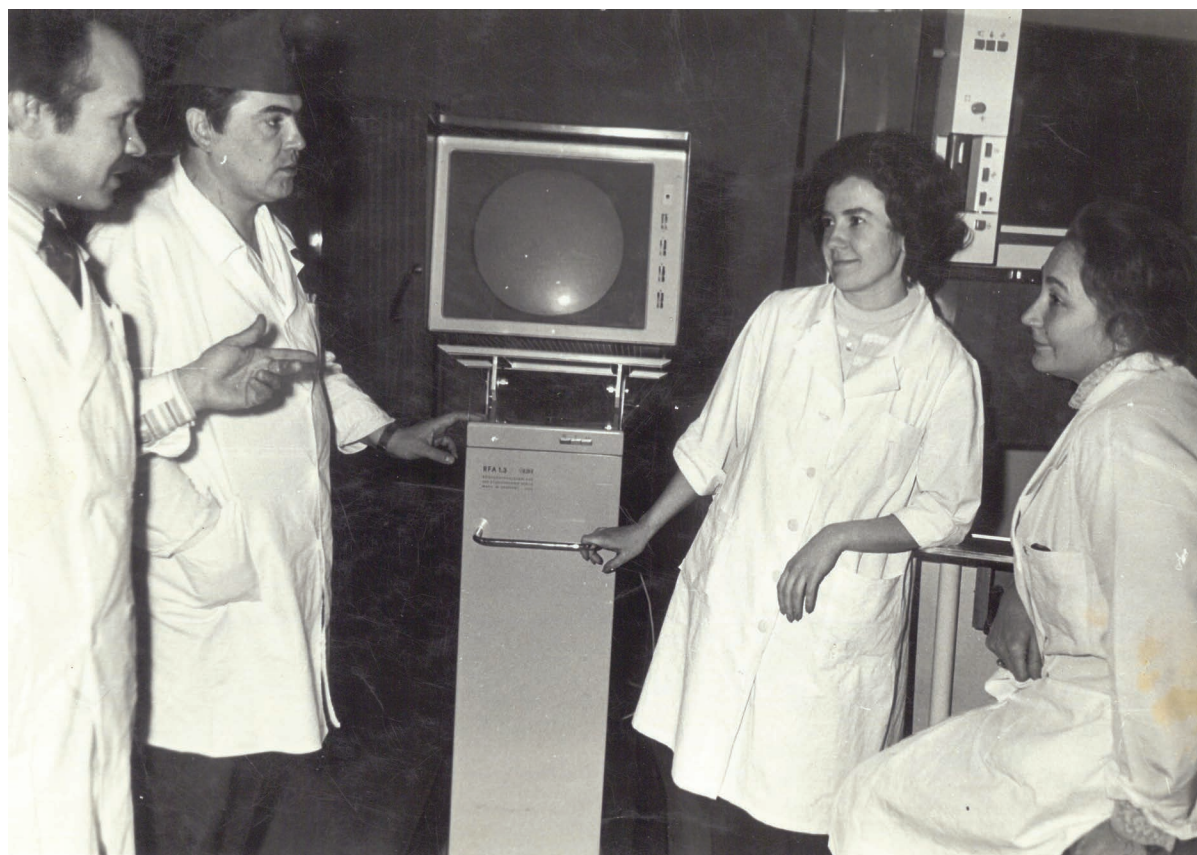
Рентгениагностическое отделение (Маннанов И.С.,_радиолог Лазарев Ю.Г.,_рентгенлаборант Грановская Л.С.,_врач Шмелева М.А.)
